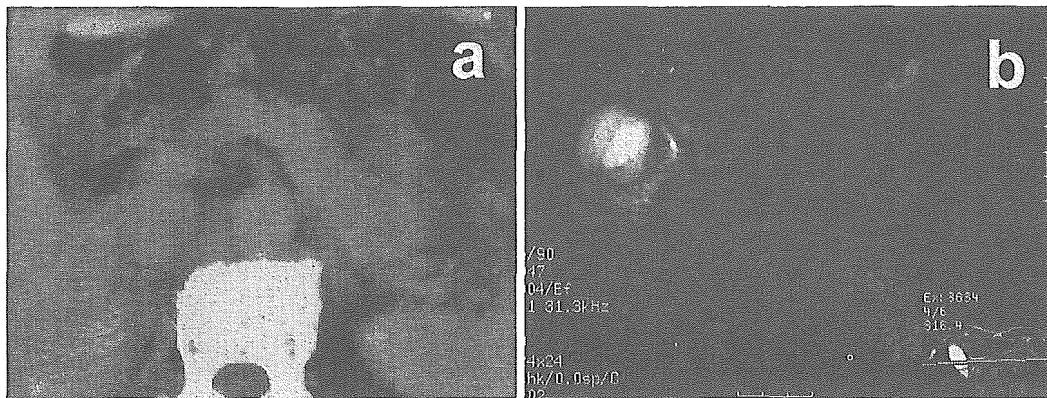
症例1ドナーの dynamic CT (a), MRCP (b): 国立病院機構千葉東病院放射線科
